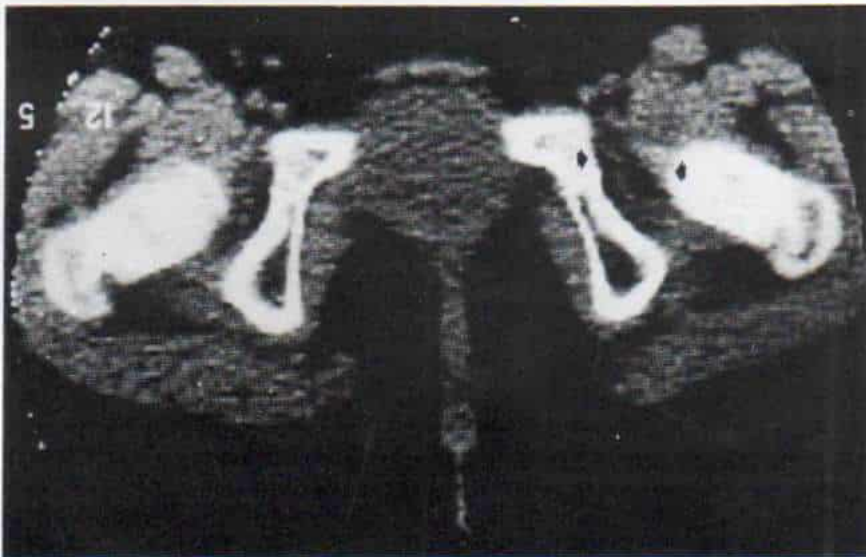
Tomografía computadorizada a través de ambas caderas por el enyesado.
